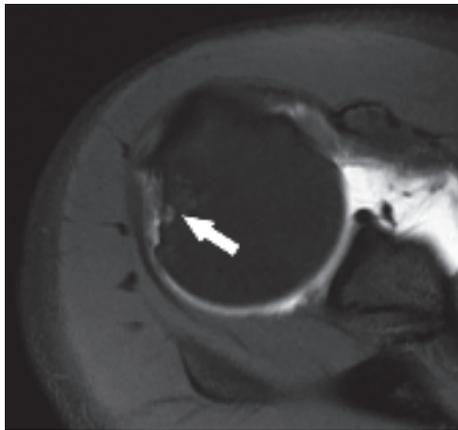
Immagine artro-RM DP pesata con soppressione del segnale del grasso che evidenzia una sfumata area di segnale iperintenso riferibile ad edema osseo nel contesto del versante postero-superiore della testa omerale (freccia) che appare altresì erosa in quadro di PSI.
